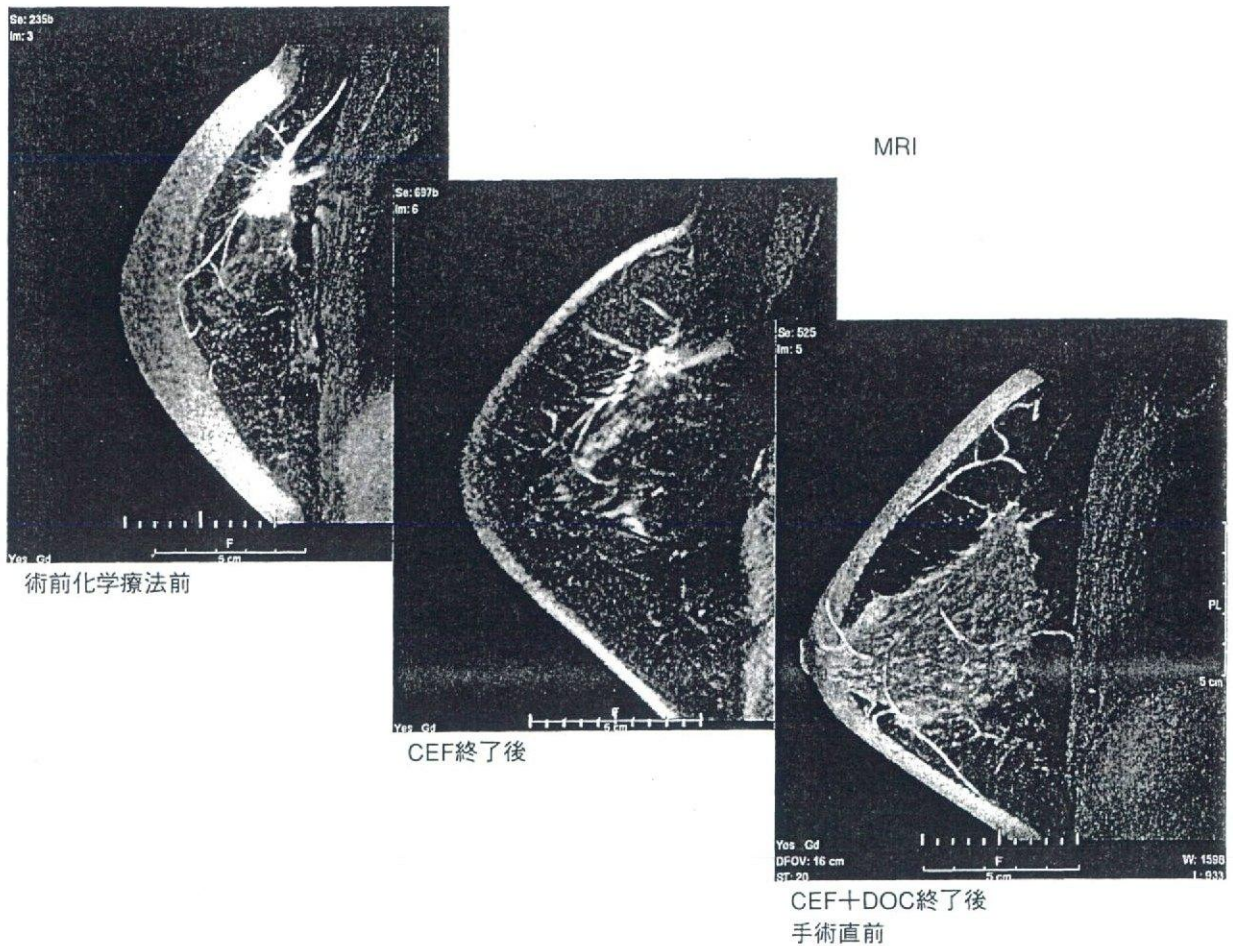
術前化学療法CEF/DOC後，MRI上はpCRが予想された症例
